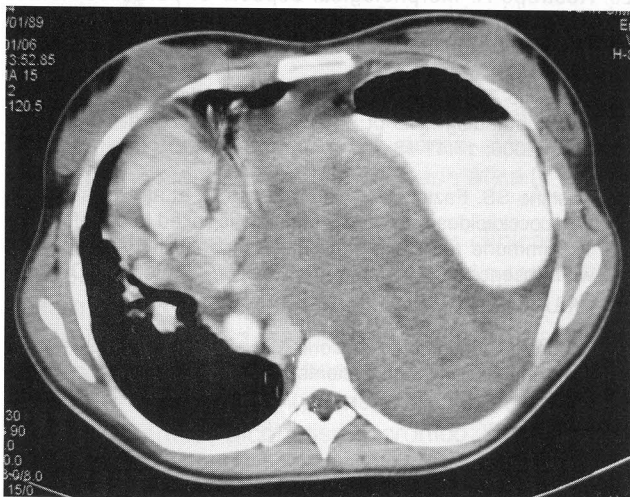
Tomografía de Tórax en la que se evidencia atelectasia pulmonar total y gran masa mediastinal posterior y la cámara gástrica ubicada en el tórax.
